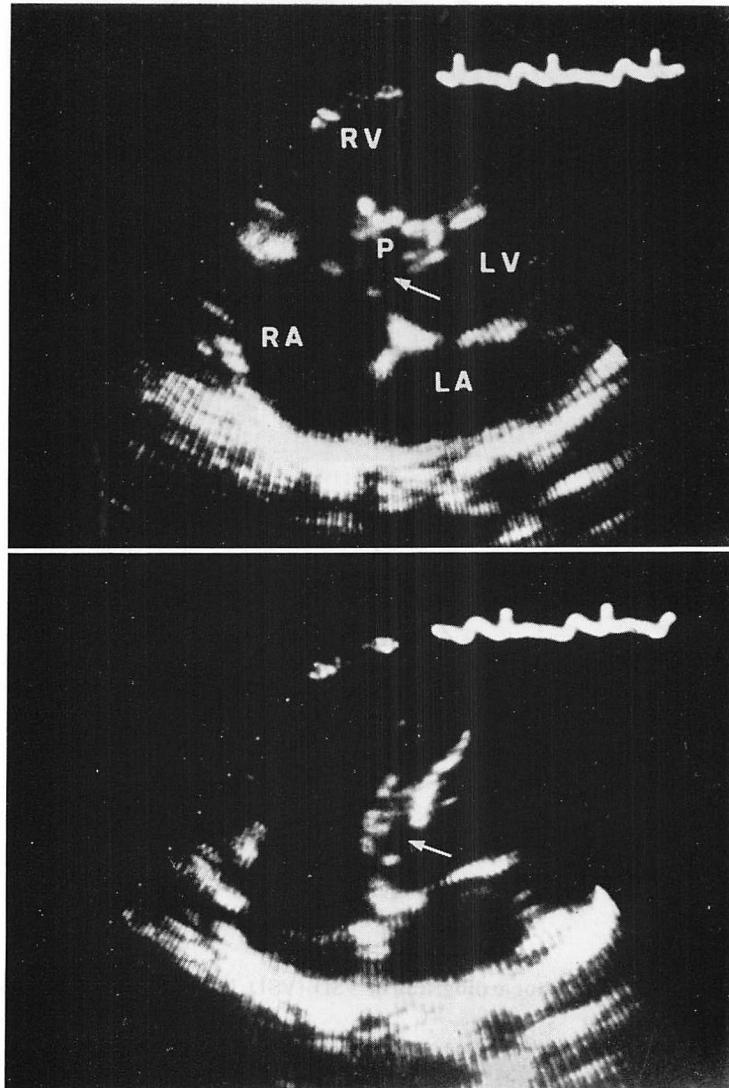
Two-dimensional echocardiograms (upper: systolic frame, lower: diastolic frame) of VSD with the pouch formation of the septal leaflet (parasternal four-chamber view).
